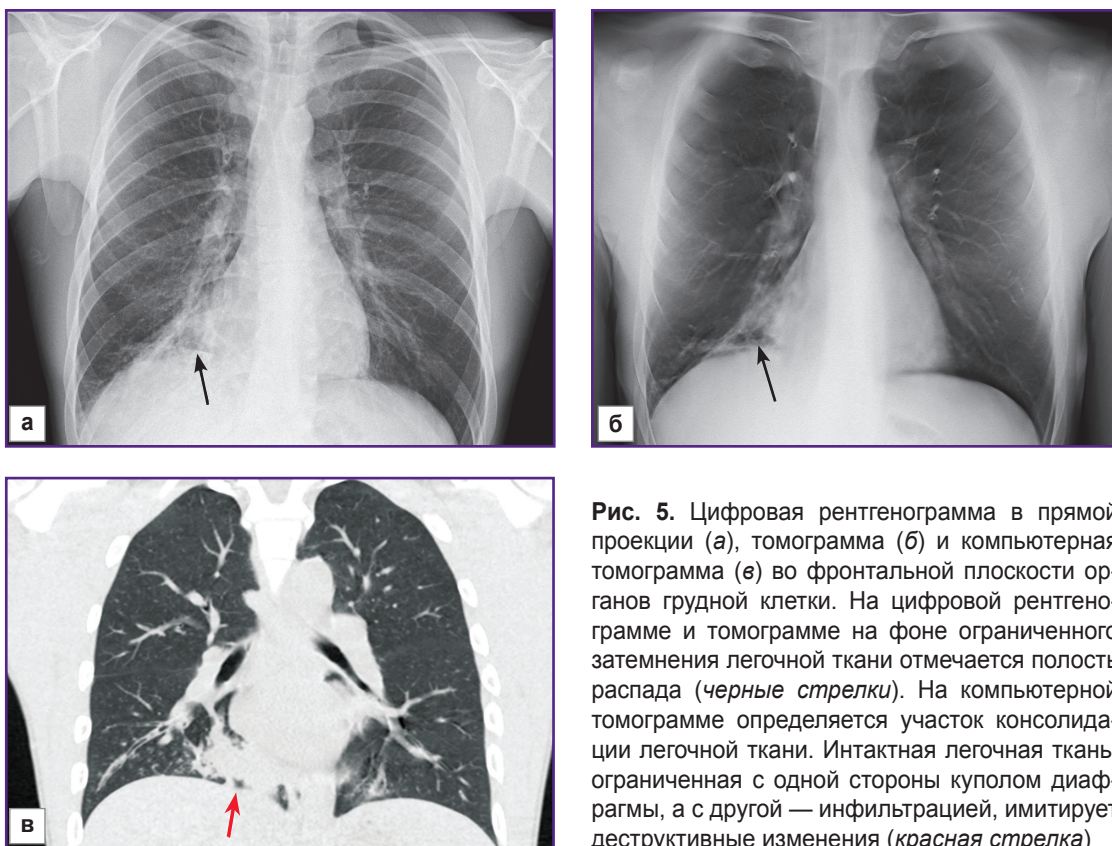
Цифровая рентгенограмма в прямой проекции (а), томограмма (б) и компьютерная томограмма (в) во фронтальной плоскости органов грудной клетки. На цифровой рентгенограмме и томограмме на фоне ограниченного затемнения легочной ткани отмечается полость распада (черные стрелки). На компьютерной томограмме определяется участок консолидации легочной ткани. Интактная легочная ткань, ограниченная с одной стороны куполом диафрагмы, а с другой — инфильтрацией, имитирует деструктивные изменения (красная стрелка)
